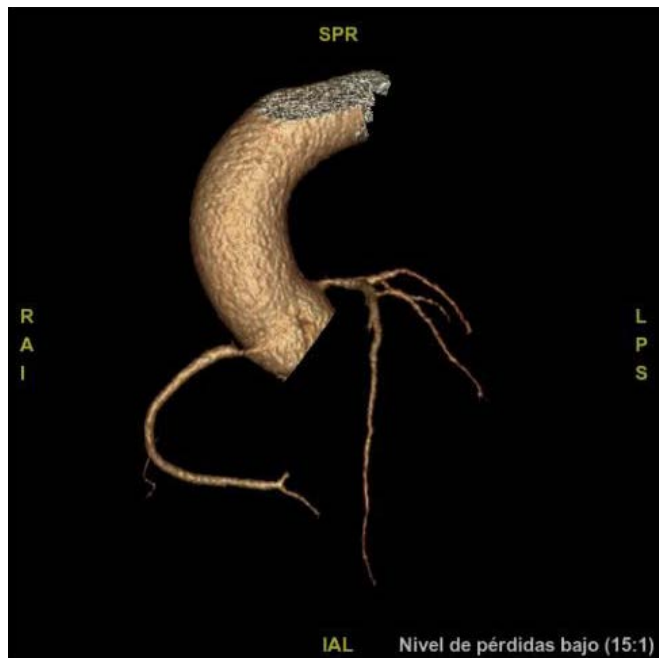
Reconstrucción tridimensional obtenida a partir de una tomografía computarizada coronaria, en la que se visualiza el árbol coronario. En la arteria coronaria derecha (CD) se identifica estenosis significativa a nivel ostial.
